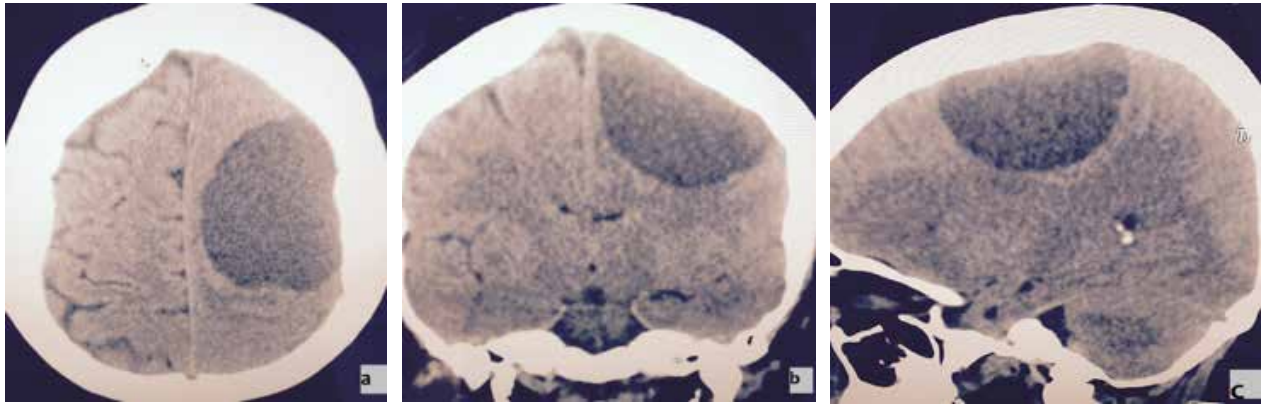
a,b,c.-imagen de tomografía computarizada de cráneo en fase simple en corte axial, sagital y coronal en la que se observa imagen quística frontoparietal y parasagital izquierda bien delimitada y redondeada de 6 por 4.5 cm con gran efecto de masa sobre la corteza y el parénquima cerebral.
